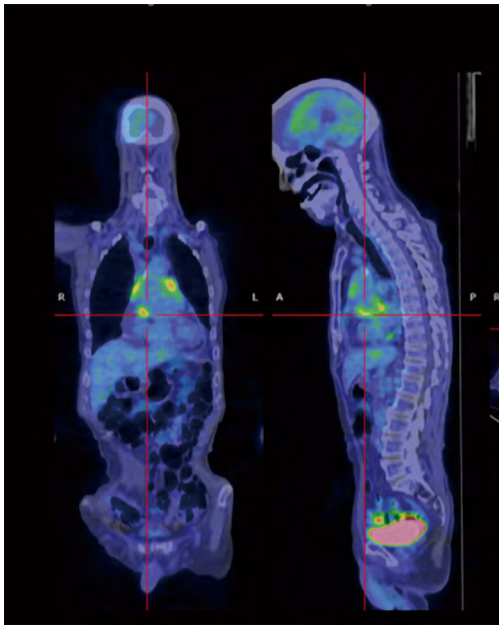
Positron emission tomography scan showed hot spots in the pericardium only, indicated by white circles.
